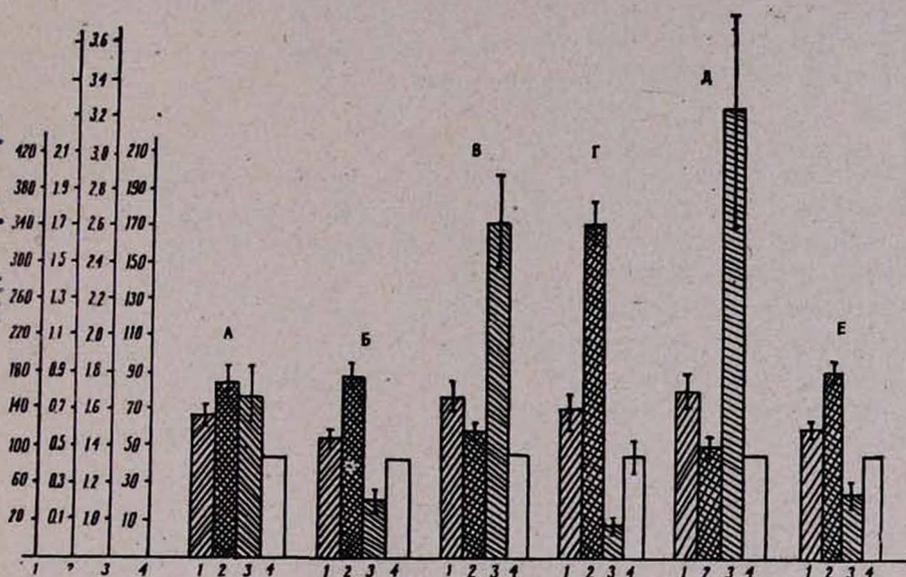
Влияние внутривенной инфузии амина (100 мкг/мин) на регионарный мозговой кровоток. Обозначения те же, что и на рис. 1.
